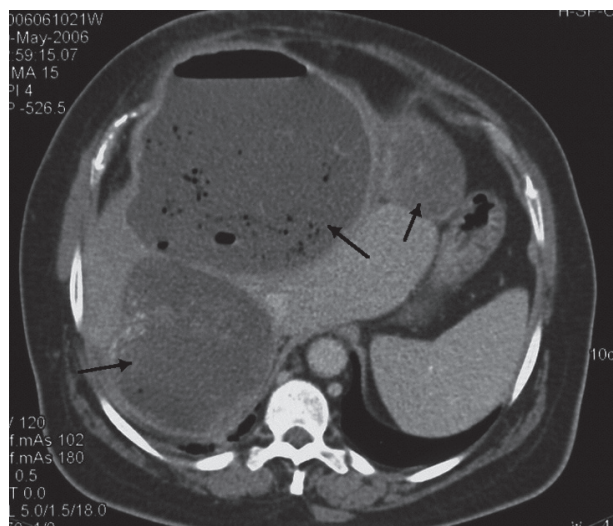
CT hépatique préopératoire d'une patiente souffrant de multiples kystes hydatiques (flèches), récemment opérée.
